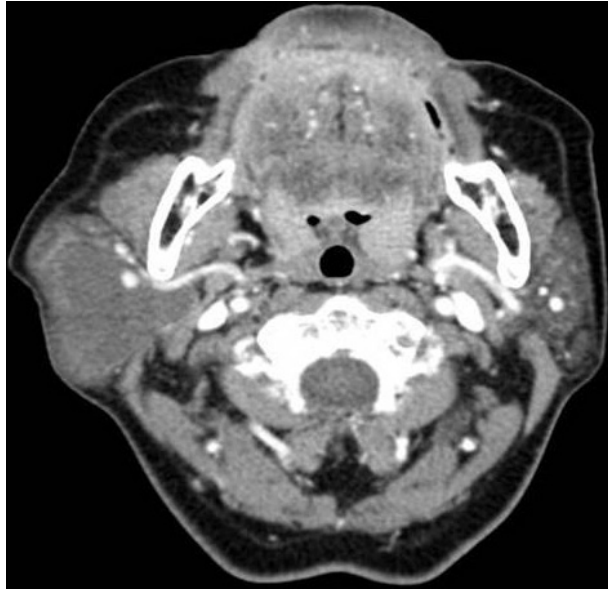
Preoperative contrast enhanced neck computed tomography shows a non-enhancing heterogenous cystic mass in right parotid gland.
